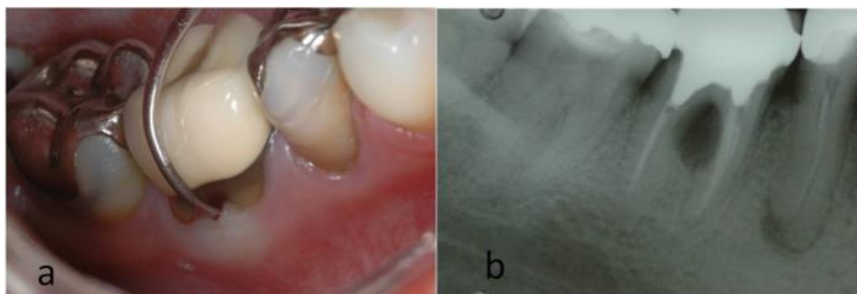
a: sondagem na região de furca. Observe pela marcação na sonda que ela penetra mais de 3 mm no sentido horizontal, porém não atinge o lado oposto, o que representa uma lesão de furca classe 2. b: radiografia periapical do mesmo dente. Note a área radiolúcida que representa a perda óssea na região de furca.
